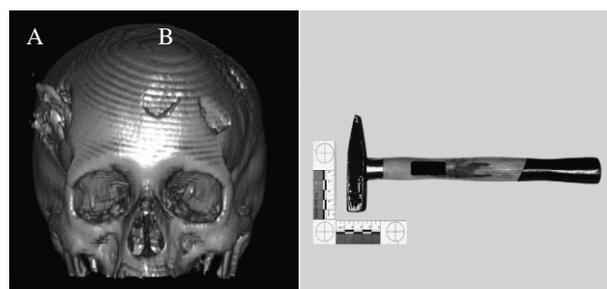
(A) Reconstrução em 3D dos cortes axiais de TC de crânio, utilizando Osirix para Mac. (B) O martelo comum, comprimento de borda 1,5 cm, como arma infligir. Adaptado [3].
